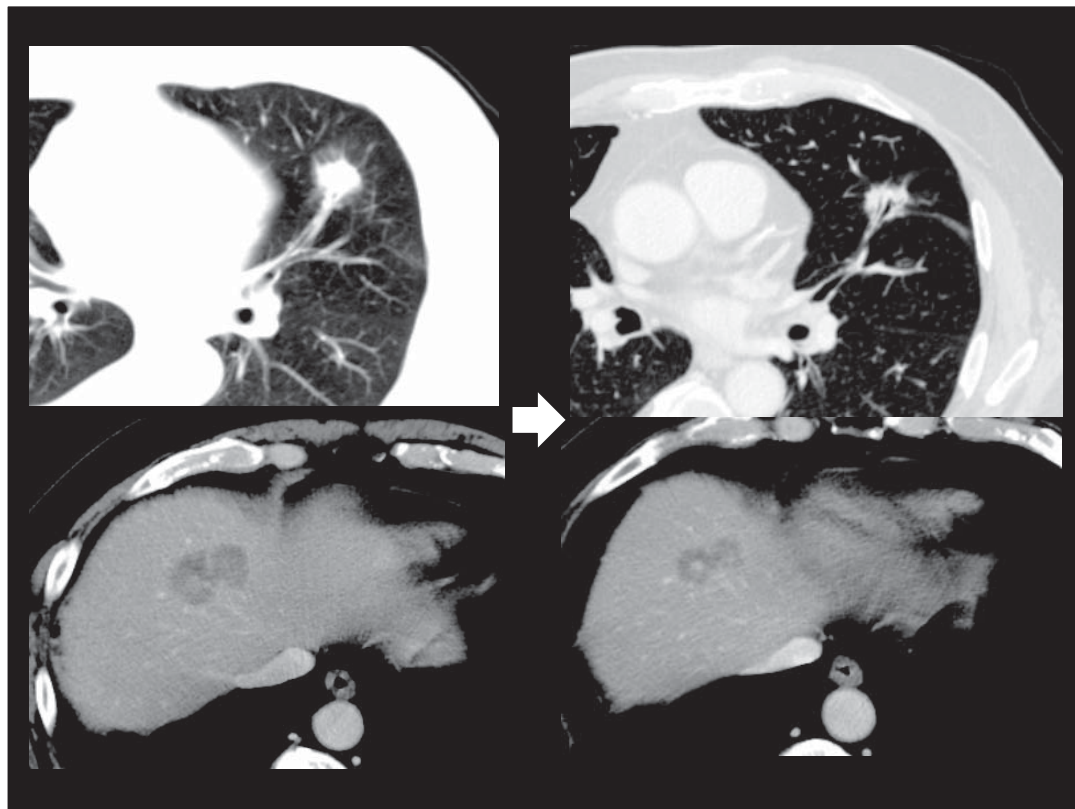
分子標的治療薬併用化学療法長期施行例の胸腹部CT像
